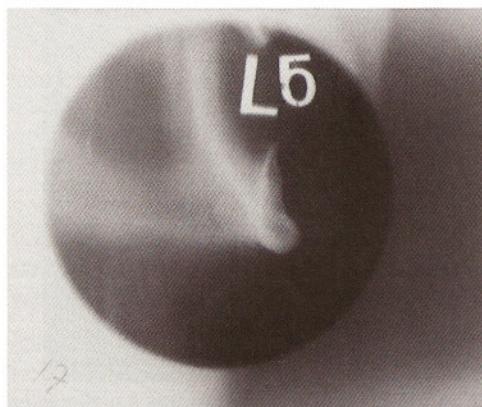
На томограмме видна узкая кость нижней челюсти в области отсутствующего клыка.
